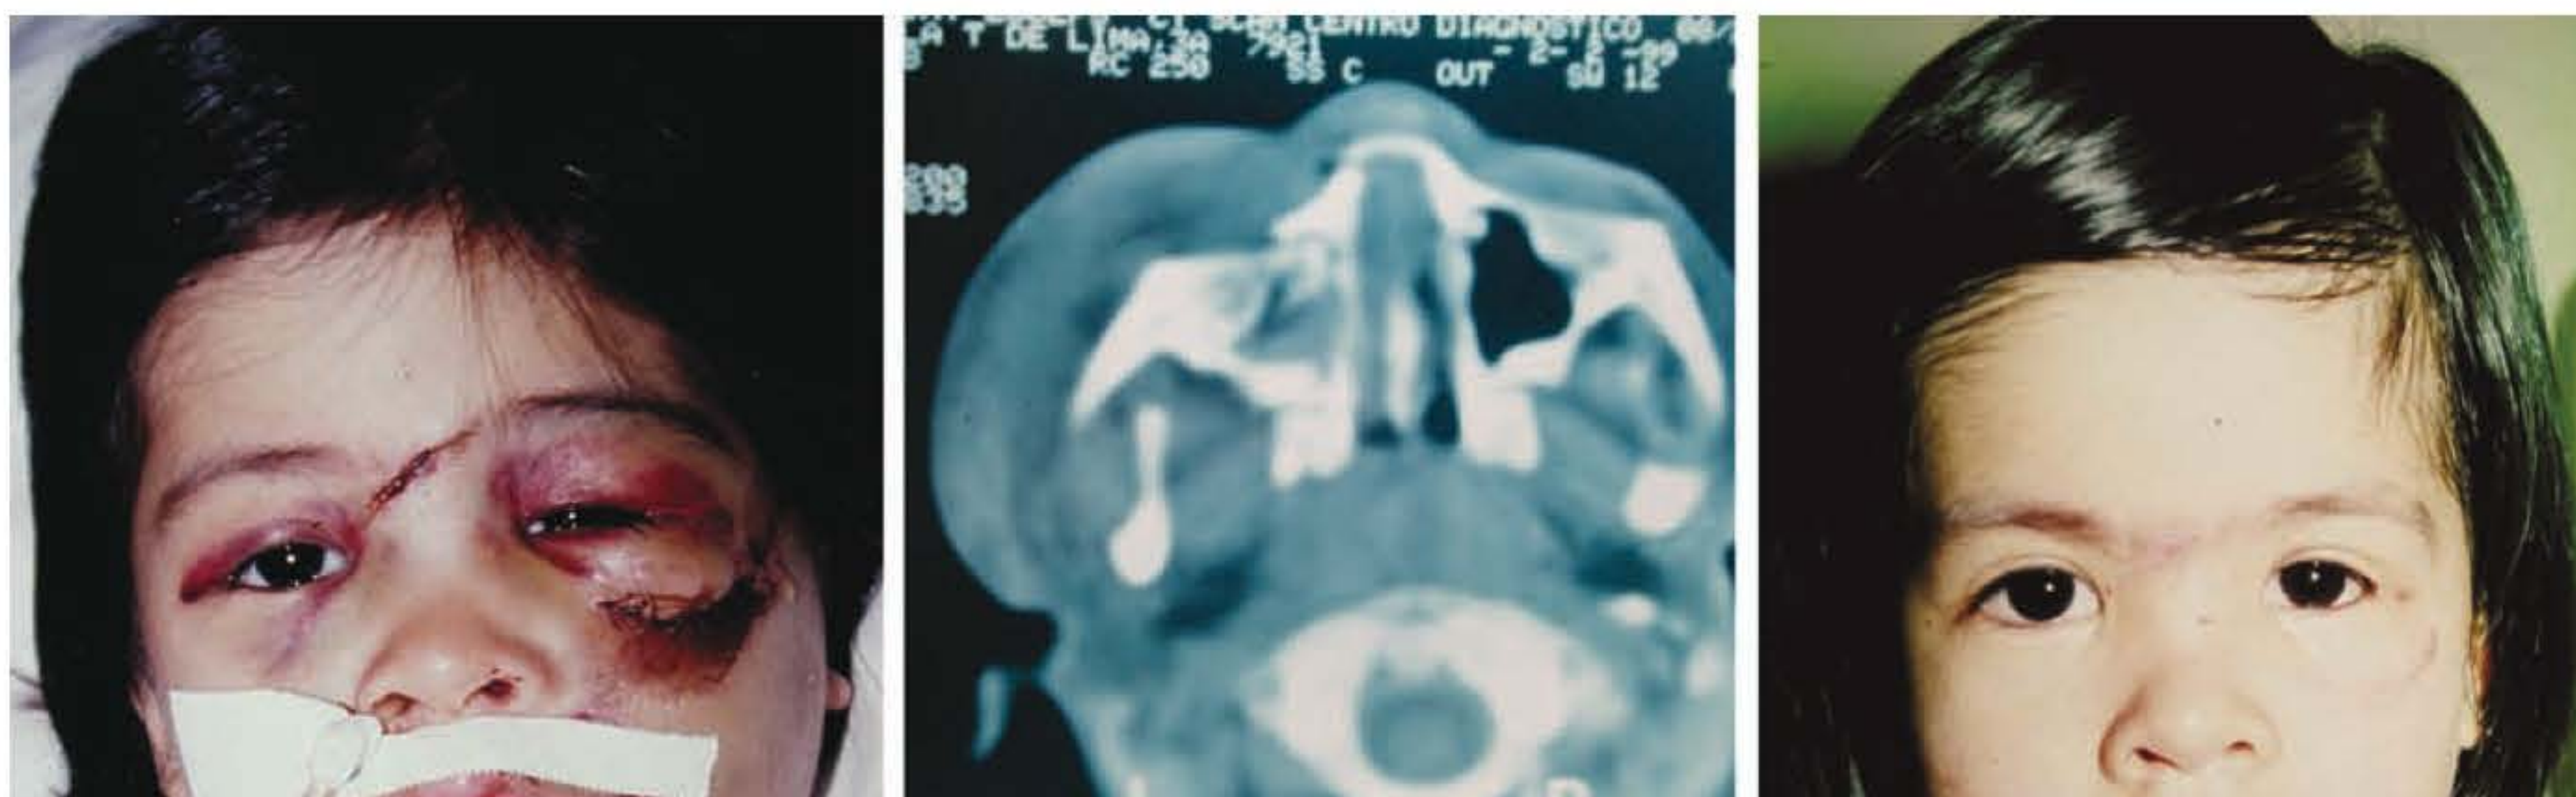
► Fratura zigomático-orbital à esquerda. TC em corte axial. Resultado pós-operatório.
